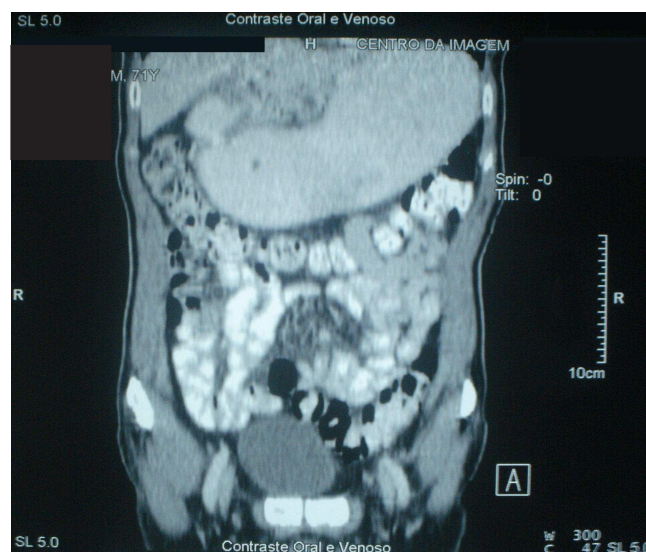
TC abdominal – grande dilatação gástrica e estenose pilórica.
